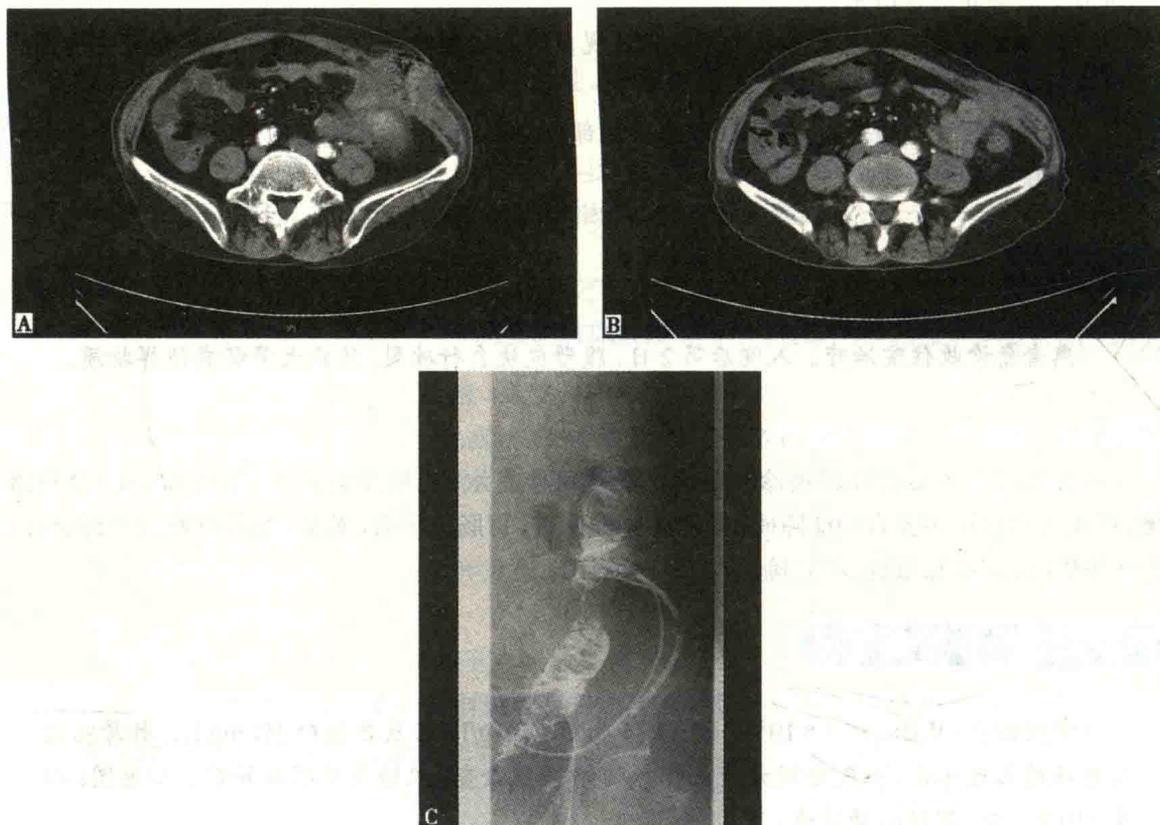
辅助检查: CT(A、B)和消化道造影(C)
